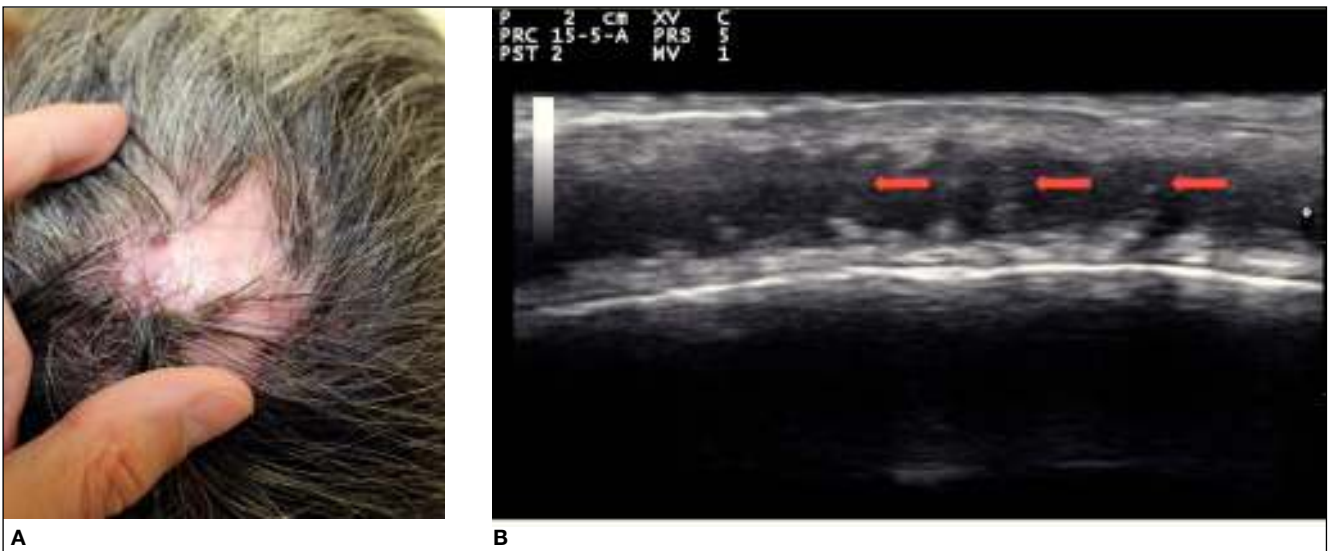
Liquen plano en cuero cabelludo. A) Foto clínica. B) Ecografía en escala de grises. Se aprecian folículos pilosos engrosados y profundos alcanzando la hipodermis (flechas).
